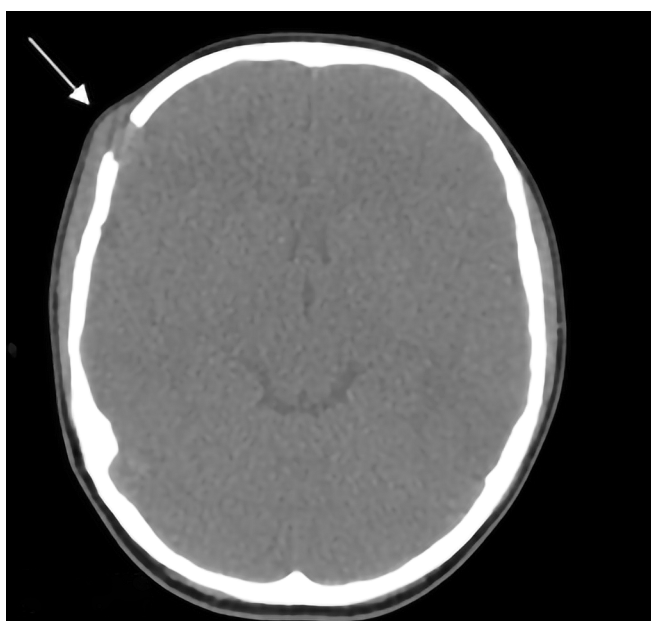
При КТ в лобной области справа стрелкой указано остеолитическое образование с нечеткими контурами, без периостальной реакцией с выраженным мягкотканым компонентом
